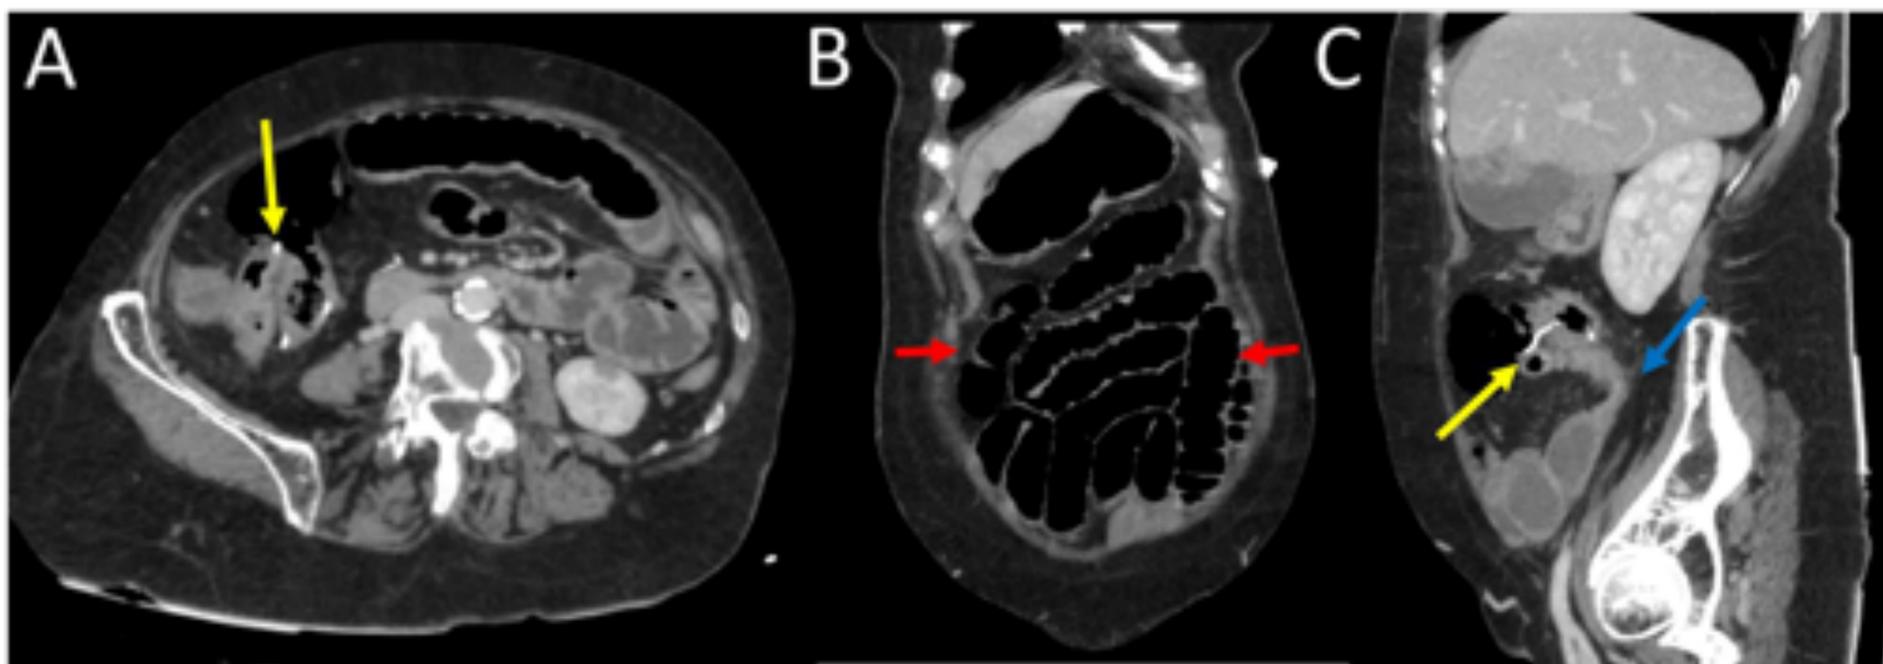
Paciente de 85 años con antecedentes de cáncer de colon derecho tratado con una hemicolectomía derecha, con *dolor abdominal y vómitos*. A) La TC axial muestra la anastomosis ileocólica en la fosa ilíaca derecha (flecha amarilla) B) La TC coronal muestra múltiples *asas dilatadas* de intestino delgado (flecha roja). C) La TC sagital representa mejor la anastomosis ileocólica (flecha amarilla) y el *punto de transición proximal a la anastomosis* (flecha azul). Estos hallazgos fueron compatibles con *obstrucción de intestino delgado debido a adherencias*.
